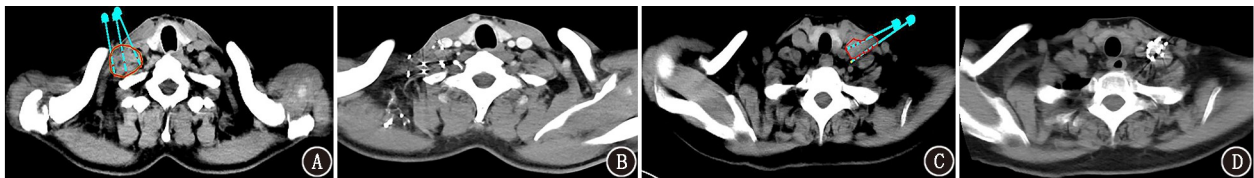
不同病变患者<sup>125</sup>I 粒子植入前与植入后 3 个月 CT 图像(蓝色示术前计划设计中<sup>125</sup>I 粒子植入针道方向,红色圆圈示肿瘤区域)。A,B.患者男,59 岁,低分化鼻咽癌。粒子活度 18.5 MBq,植入剂量 100 Gy,术前肿瘤最大径约 3.4 cm(A),术后复查右侧颈部转移淋巴结最大径 1.2 cm(B); C,D.患者男,58 岁,右肺鳞状细胞癌。粒子活度 18.5 MBq,植入剂量 120 Gy,术前肿瘤最大径约 3.5 cm(C),术后复查肿瘤最大径约 0.7 cm(D)
